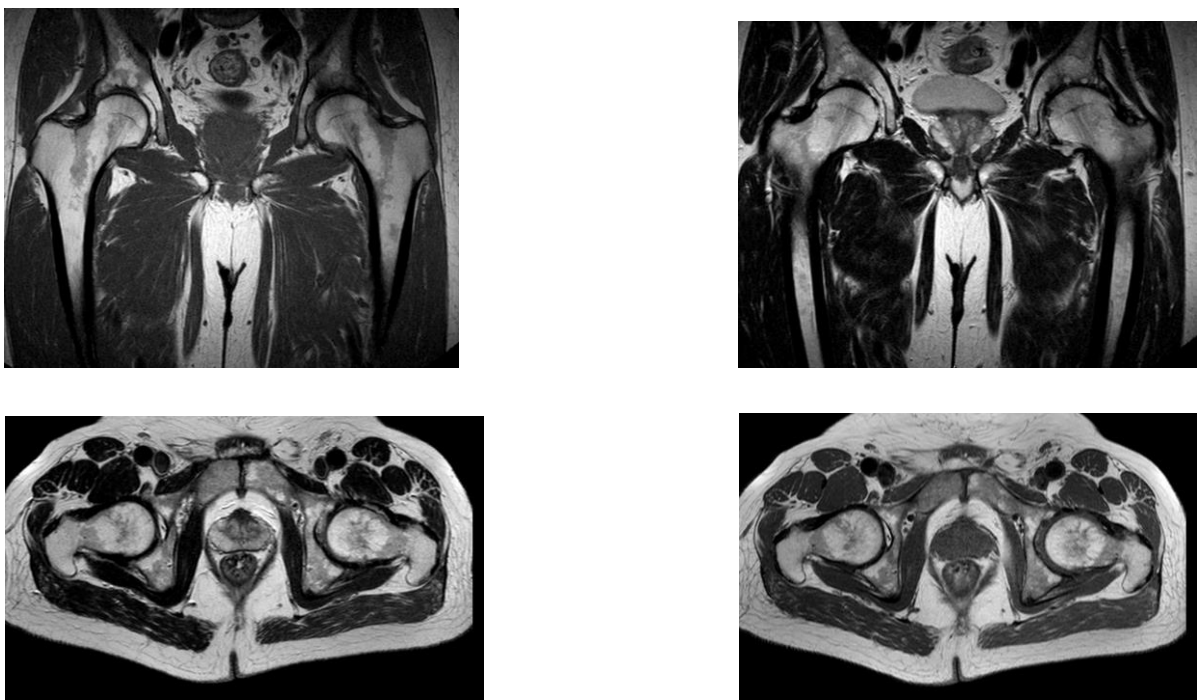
МРТ тазобедренного сустава.
